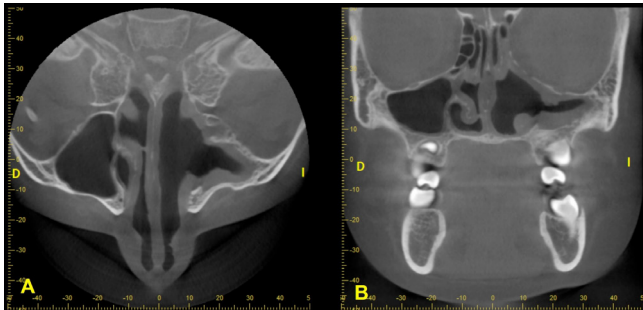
Tomografía computada de alta resolución. (A) Corte coronal de senos maxilares y (B) corte axial de senos maxilares.
